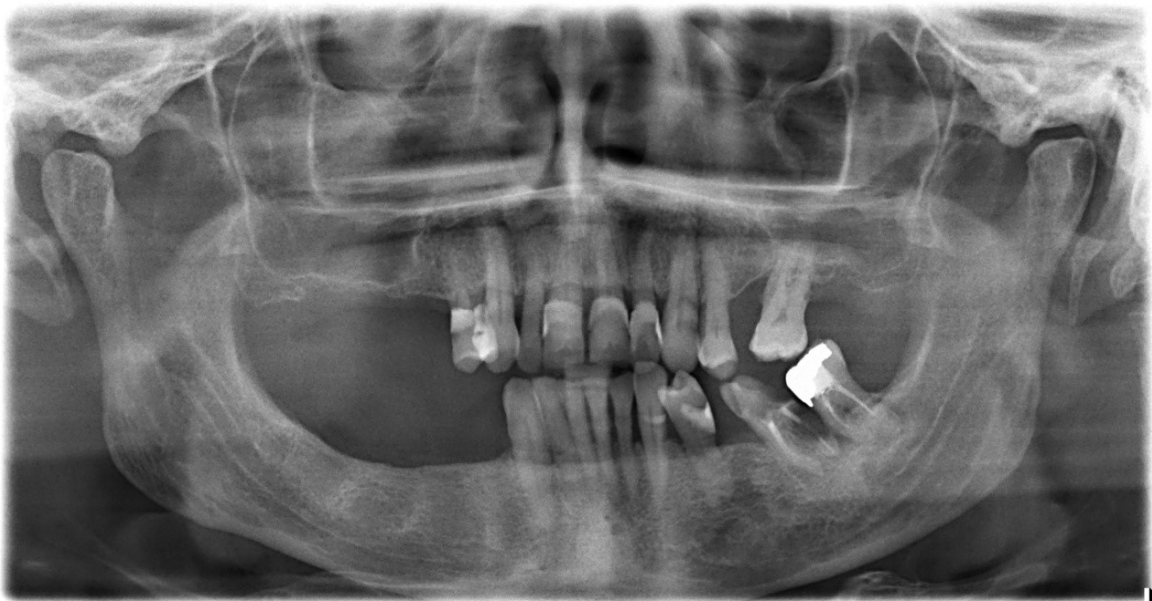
Ortopantomografia de dia 15/11/2015
